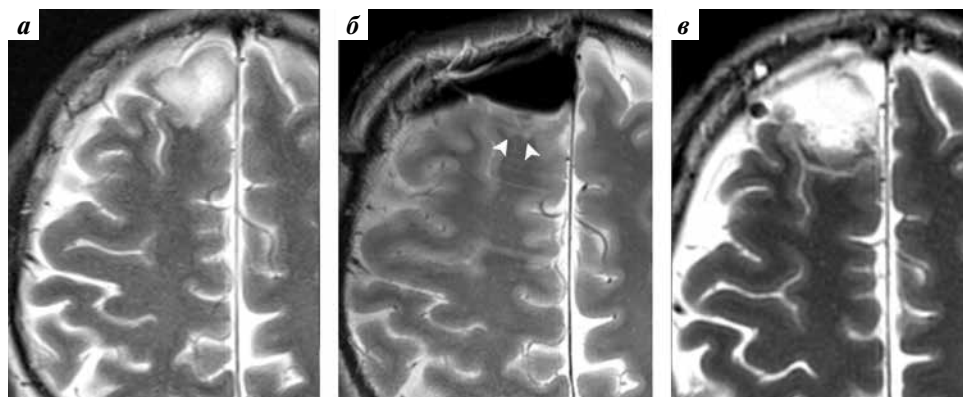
МРТ головного мозга (пациент № 6). Аксиальные срезы, режим сканирования T2 без контрастного усиления: а — до операции, диффузная внутримозговая опухоль в правой лобной доле; б — во время операции, наличие остаточного фрагмента опухоли по заднему контуру опухоли (стрелки); в — после операции, выявляемый ранее фрагмент удален
